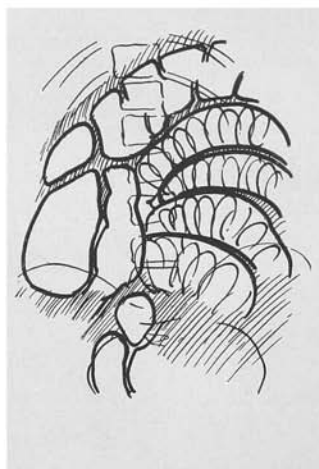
Mesmo caso que o da figura 13.* Radiografia em decúbito dorsal horizontal. Numerosas alças delgadas dilatadas e contrastadas por ar. Suas paredes são finas, porém, entre elas há uma faixa de discreta opacificação. De modo geral se dispõem obliquamente, paralelas entre si. O cólon não se mostra contrastado. A luz de algumas delas está provida de pregas circulares, não visíveis nas demais, em decorrência, talvez, da presença de líquido no interior das alças. Elas são bem apreciadas na figura 13.
